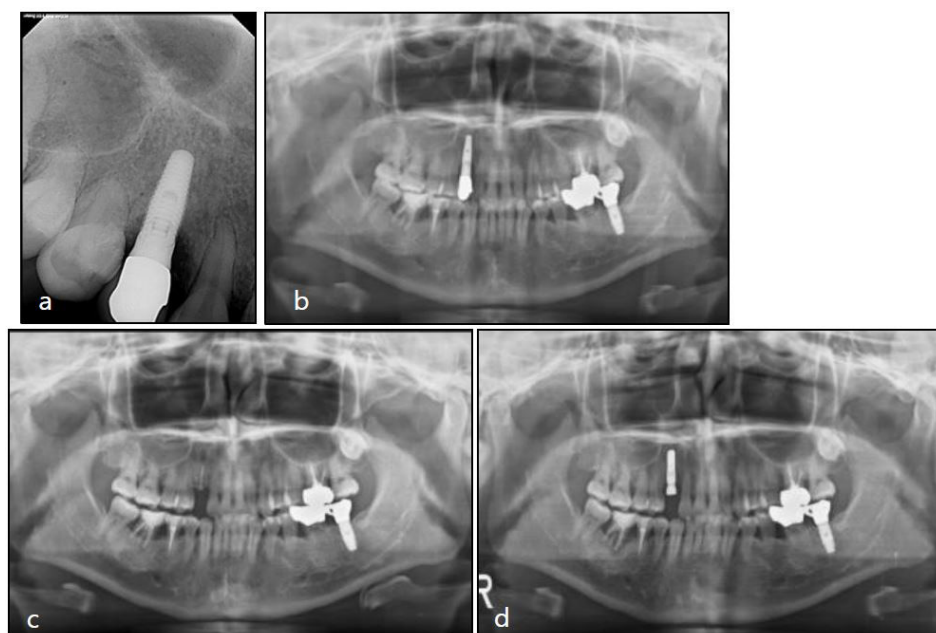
(a) Periapical radiograph of Case 3 at initial exam. Severe vertical peri-implant bone loss was observed at about half of the level of the fixtures. Serial panoramic and periapical radiographs of Case 3. (b) At initial examination, (c) After ridge augmentation, (d) After implant reinstallation.
